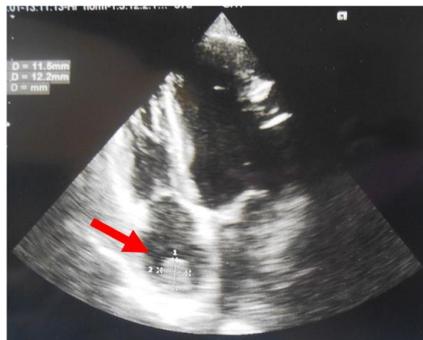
Échographie cardiaque transthoracique montrant une masse atriale droite de 12,2×11,5mm (flèche rouge)
